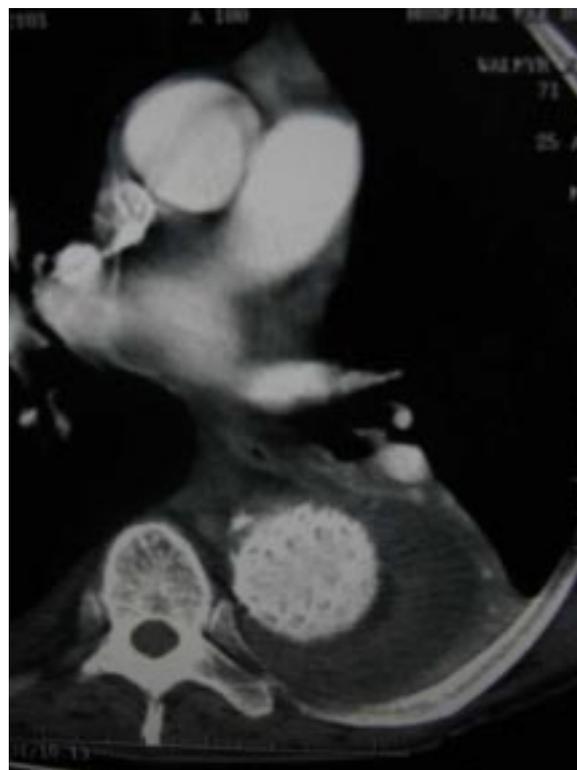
Resultado após o implante de endoprótese na aorta descendente (esquerda). A tomografia de controle realizada após uma semana mostra absorção quase completa do hemotórax (Direita)
